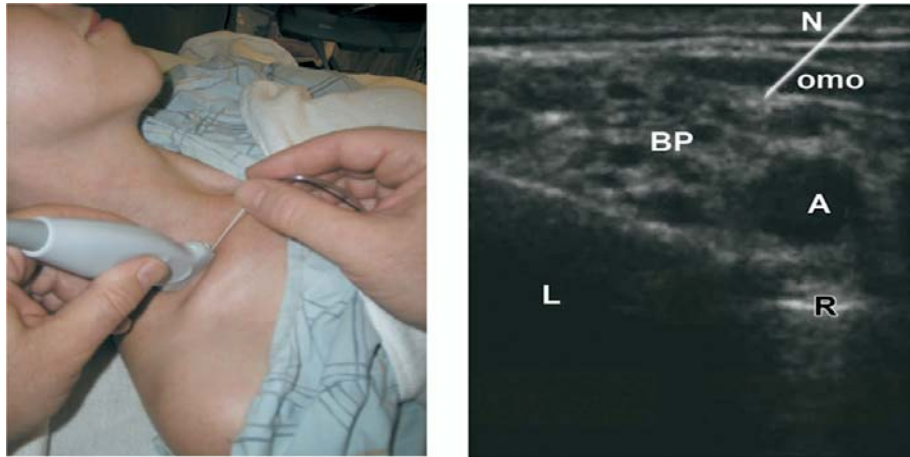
(107) blocs supraclaviculaire à l'échographie.
